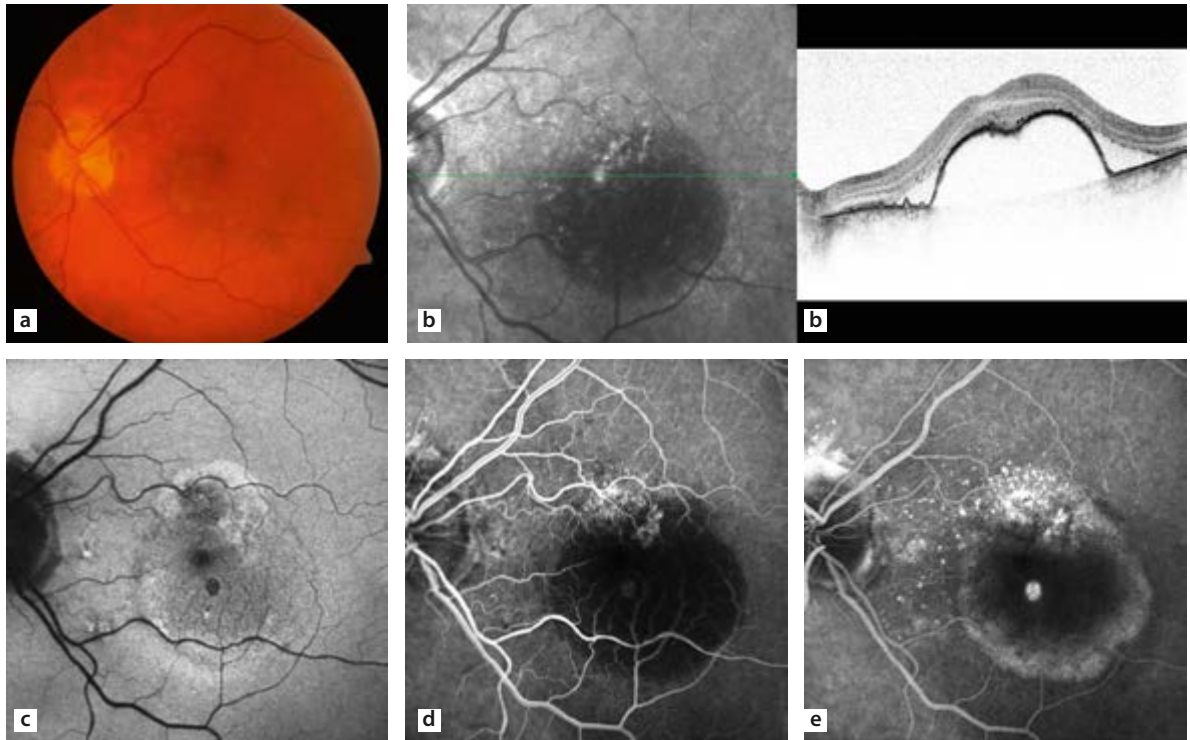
Okkulte CNV und Pigmentepithelabhebung (PED). a Fundusphoto. b SD-OCT mit PED, Netzhautverdickung und subretinaler Flüssigkeit. c FAF-Aufnahme: Hypofluoreszenz im Bereich der CNV, Hyperfluoreszenz am Rand der PED. d FFA-Frühphase. e FFA-Spätphase mit diffuser Hyperfluoreszenz. FAF = Fundusautofluoreszenz. CNV = chorioidale Neovaskularisation. SD-OCT = Optische Kohärenztomographie. PED = Pigmentepithelabhebung.
